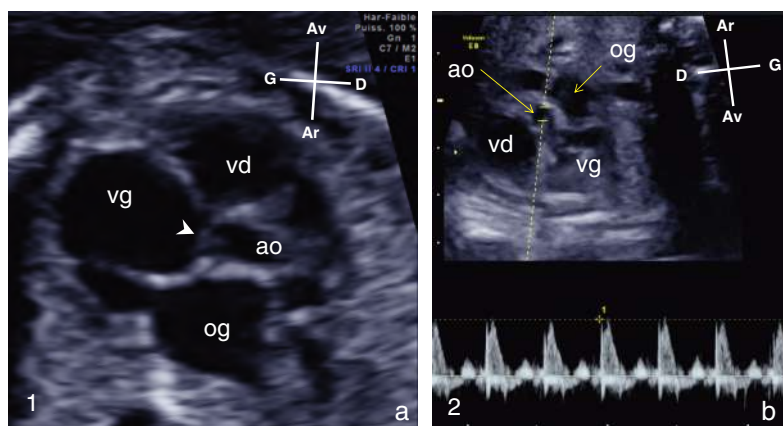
Sténose valvulaire aortique fœtale critique avant et après dilatation percutanée. *En 1*, avant la dilatation, en systole, les feuillets aortiques sont épaissis et quasi immobiles (▀). Aucun flux n'était documenté en mode Doppler. *En 2*, après dilatation, les feuillets aortiques ont un mouvement d'ouverture en systole. En Doppler pulsé, on enregistre un flux antérograde normal au-dessus des valves aortiques. ao : aorte; og : oreillette gauche; vd : ventricule droit; vg : ventricule gauche.
